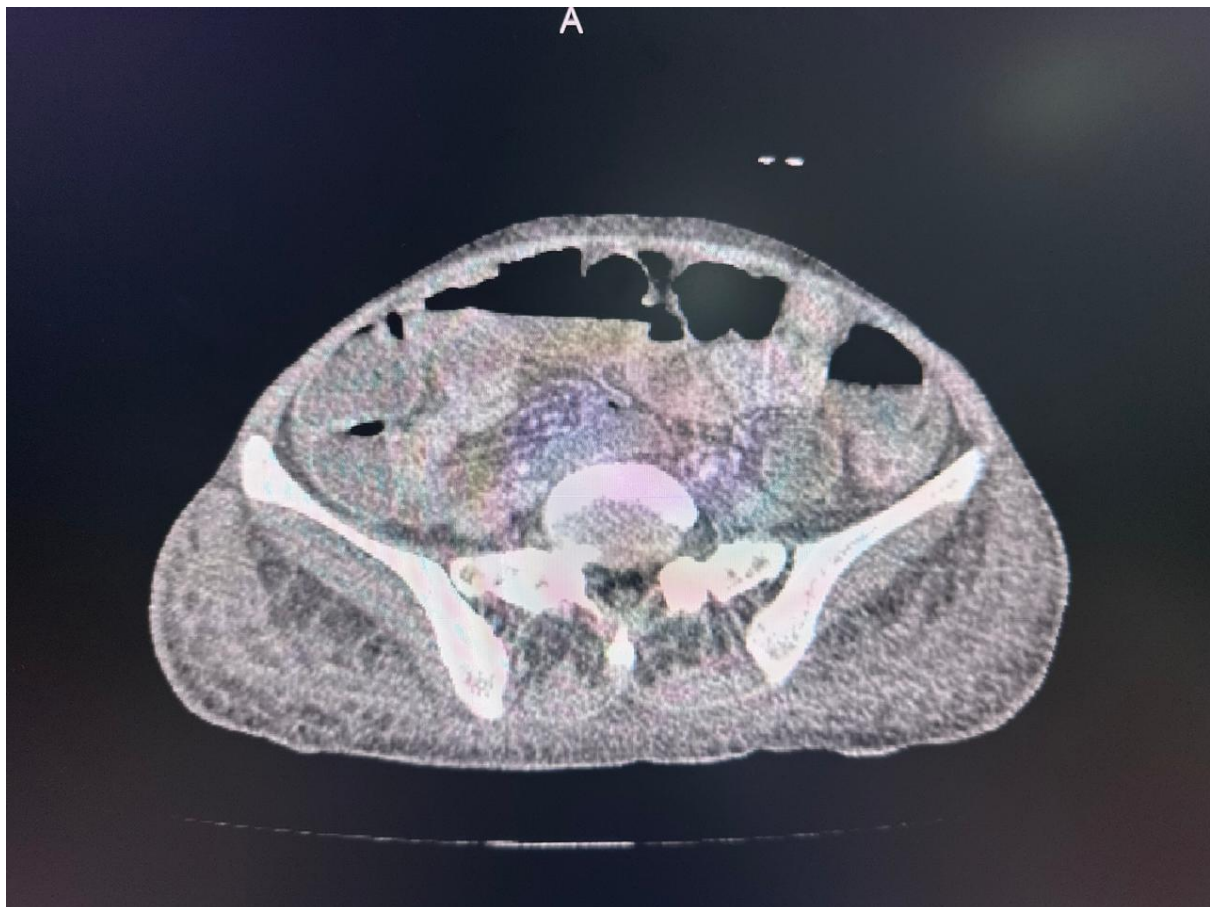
a : TDM abdomino-pelvienne en coupes axiales après injection de produit de contraste, patiente suivie pour maladie de Crohn iléo-colique de phénotype pénétrant (L3B3, Montréal) : épaississement pariétal inflammatoire du côlon ascendant et de la dernière anse iléale avec hyperhémie pariétale (signe du peigne), infiltration de la graisse mésentérique , épanchement péritonéal de moyenne abondance et distension d'anses grêles avec niveaux hydro-aériques en rapport avec un iléus réflexe , témoignant d'une atteinte iléo-colique active. (Service de Radiologie, CHU Mohammed VI, Marrakech ,Image issue de notre série)
